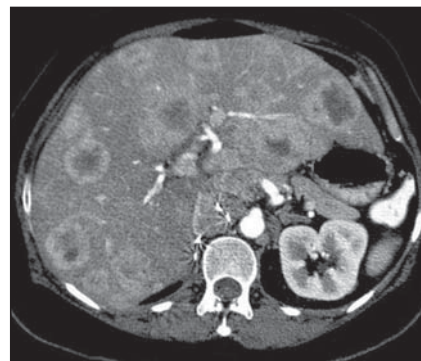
Metástases de neoplasia renal. TC fase arterial evidencia múltiplos nódulos sólidos hipervasculares com realce anelar, assumindo aspecto “em alvo”.
